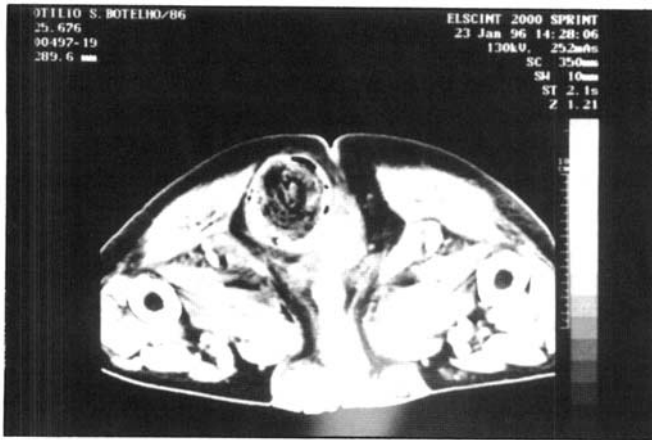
Tomografia computadorizada. Tumoração ao lado do reto.
